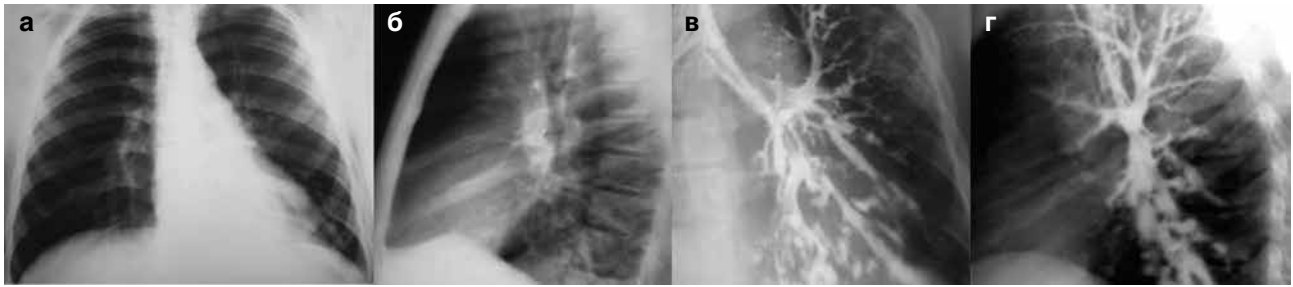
Ателектаз SVIII-X слева: а – рентгенограмма ОГК в прямой проекции; б – рентгенограмма ОГК в левой боковой проекции; установление фиброателектаза и смешанных БЭ в SVIII-X при бронхографии: в – бронхограмма в прямой проекции; г – бронхограмма в левой боковой проекции. Слева выявляется сближение и укорочение бронхов SVIII-X, неравномерное расширение их по протяжению и в виде мешочков на концах (цилиндрические и мешотчатые БЭ), на остальном протяжении бронхи не изменены
